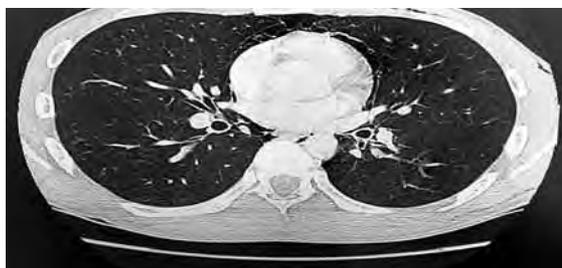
TAC: corte alto pulmones
